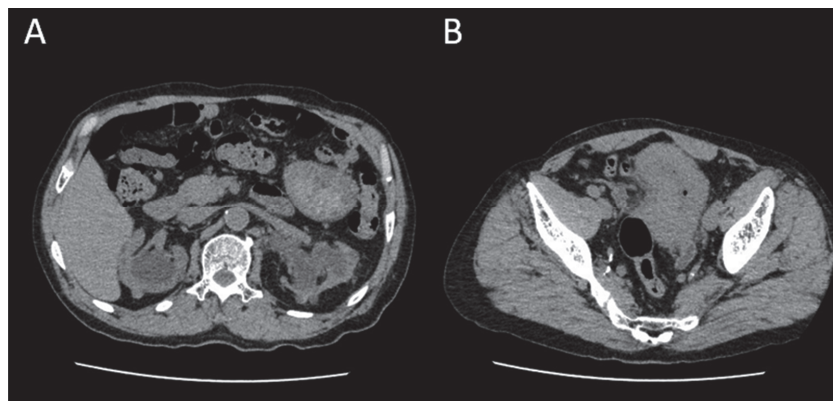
CT scan images on the ninth sick day
